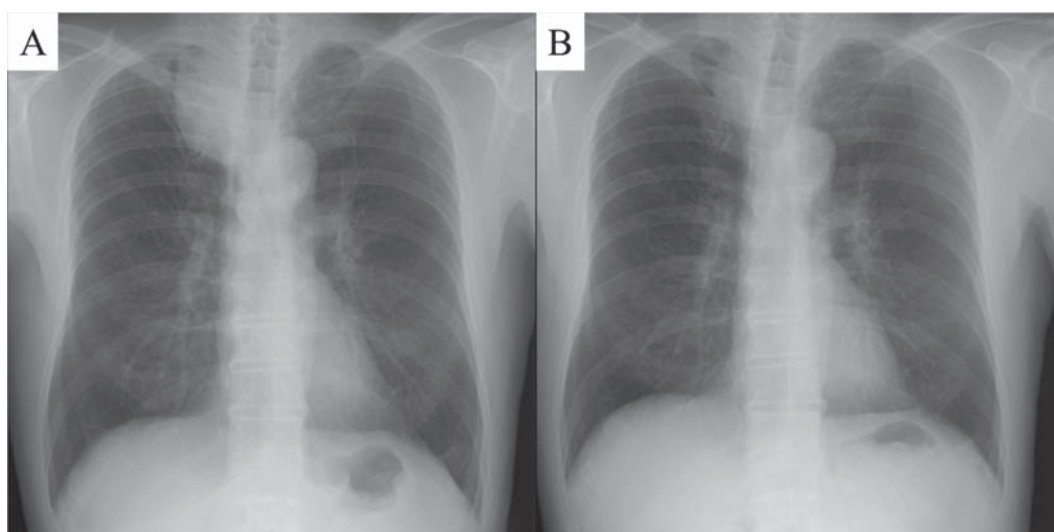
(A) Chest X-ray at first visit. (B) Preoperative chest X-ray after 2 months from (A).
